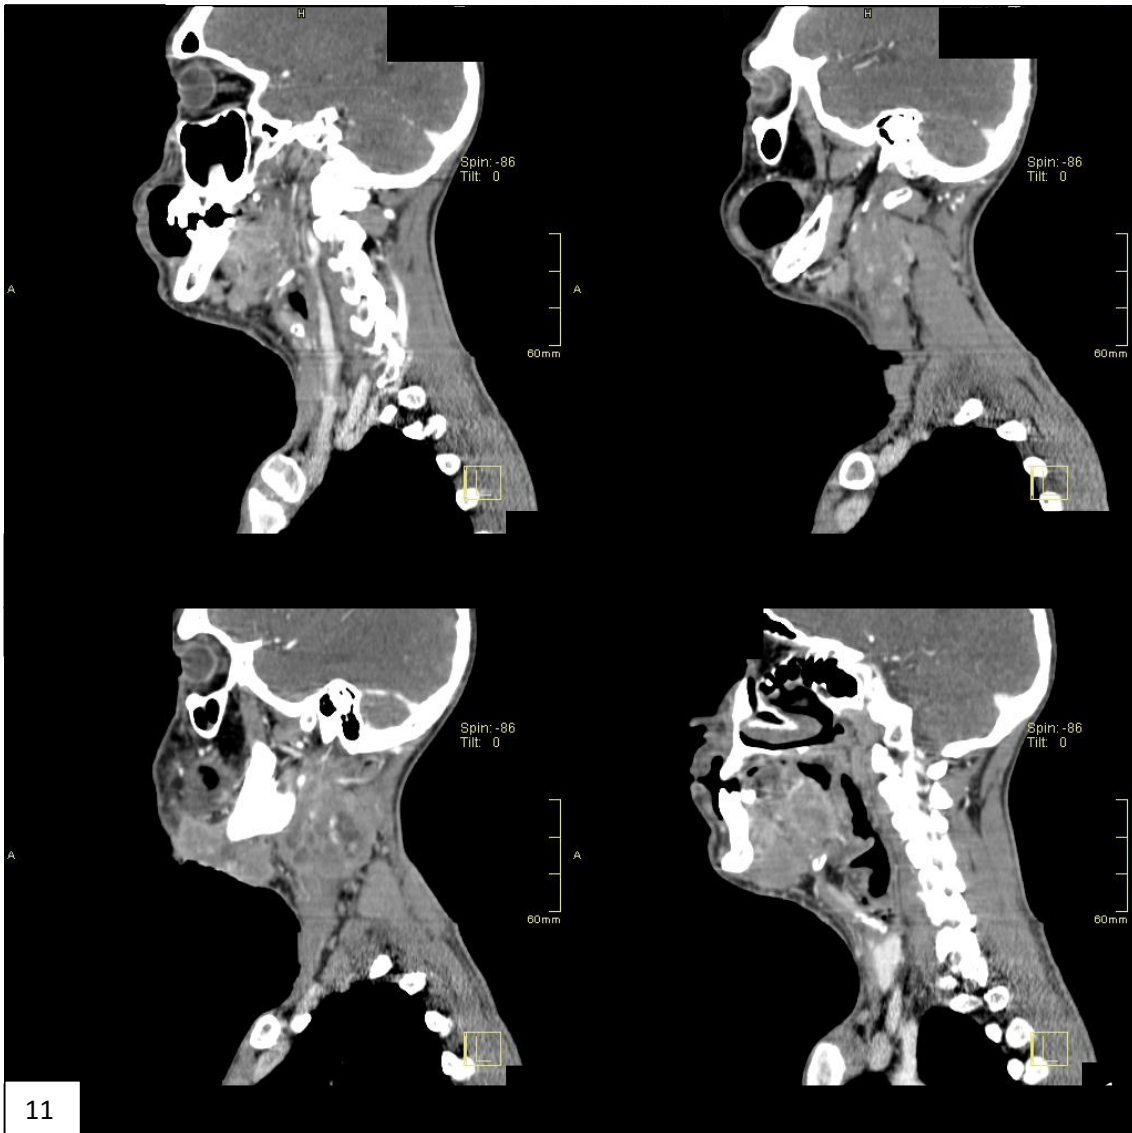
Tomografia computadorizada da lesão em plano sagital. Fonte: FCECON.
